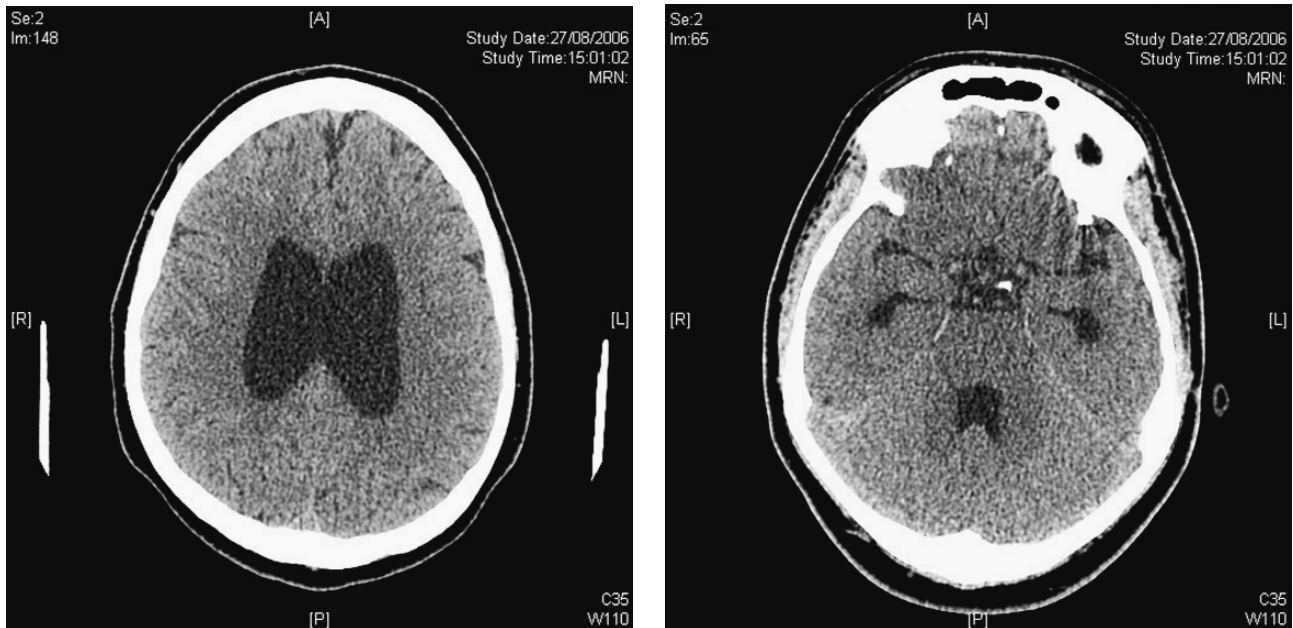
Computertomografie van de hersenen: dilatatie lateraal (2A) en van het derde en het vierde ventrikel (2B).
